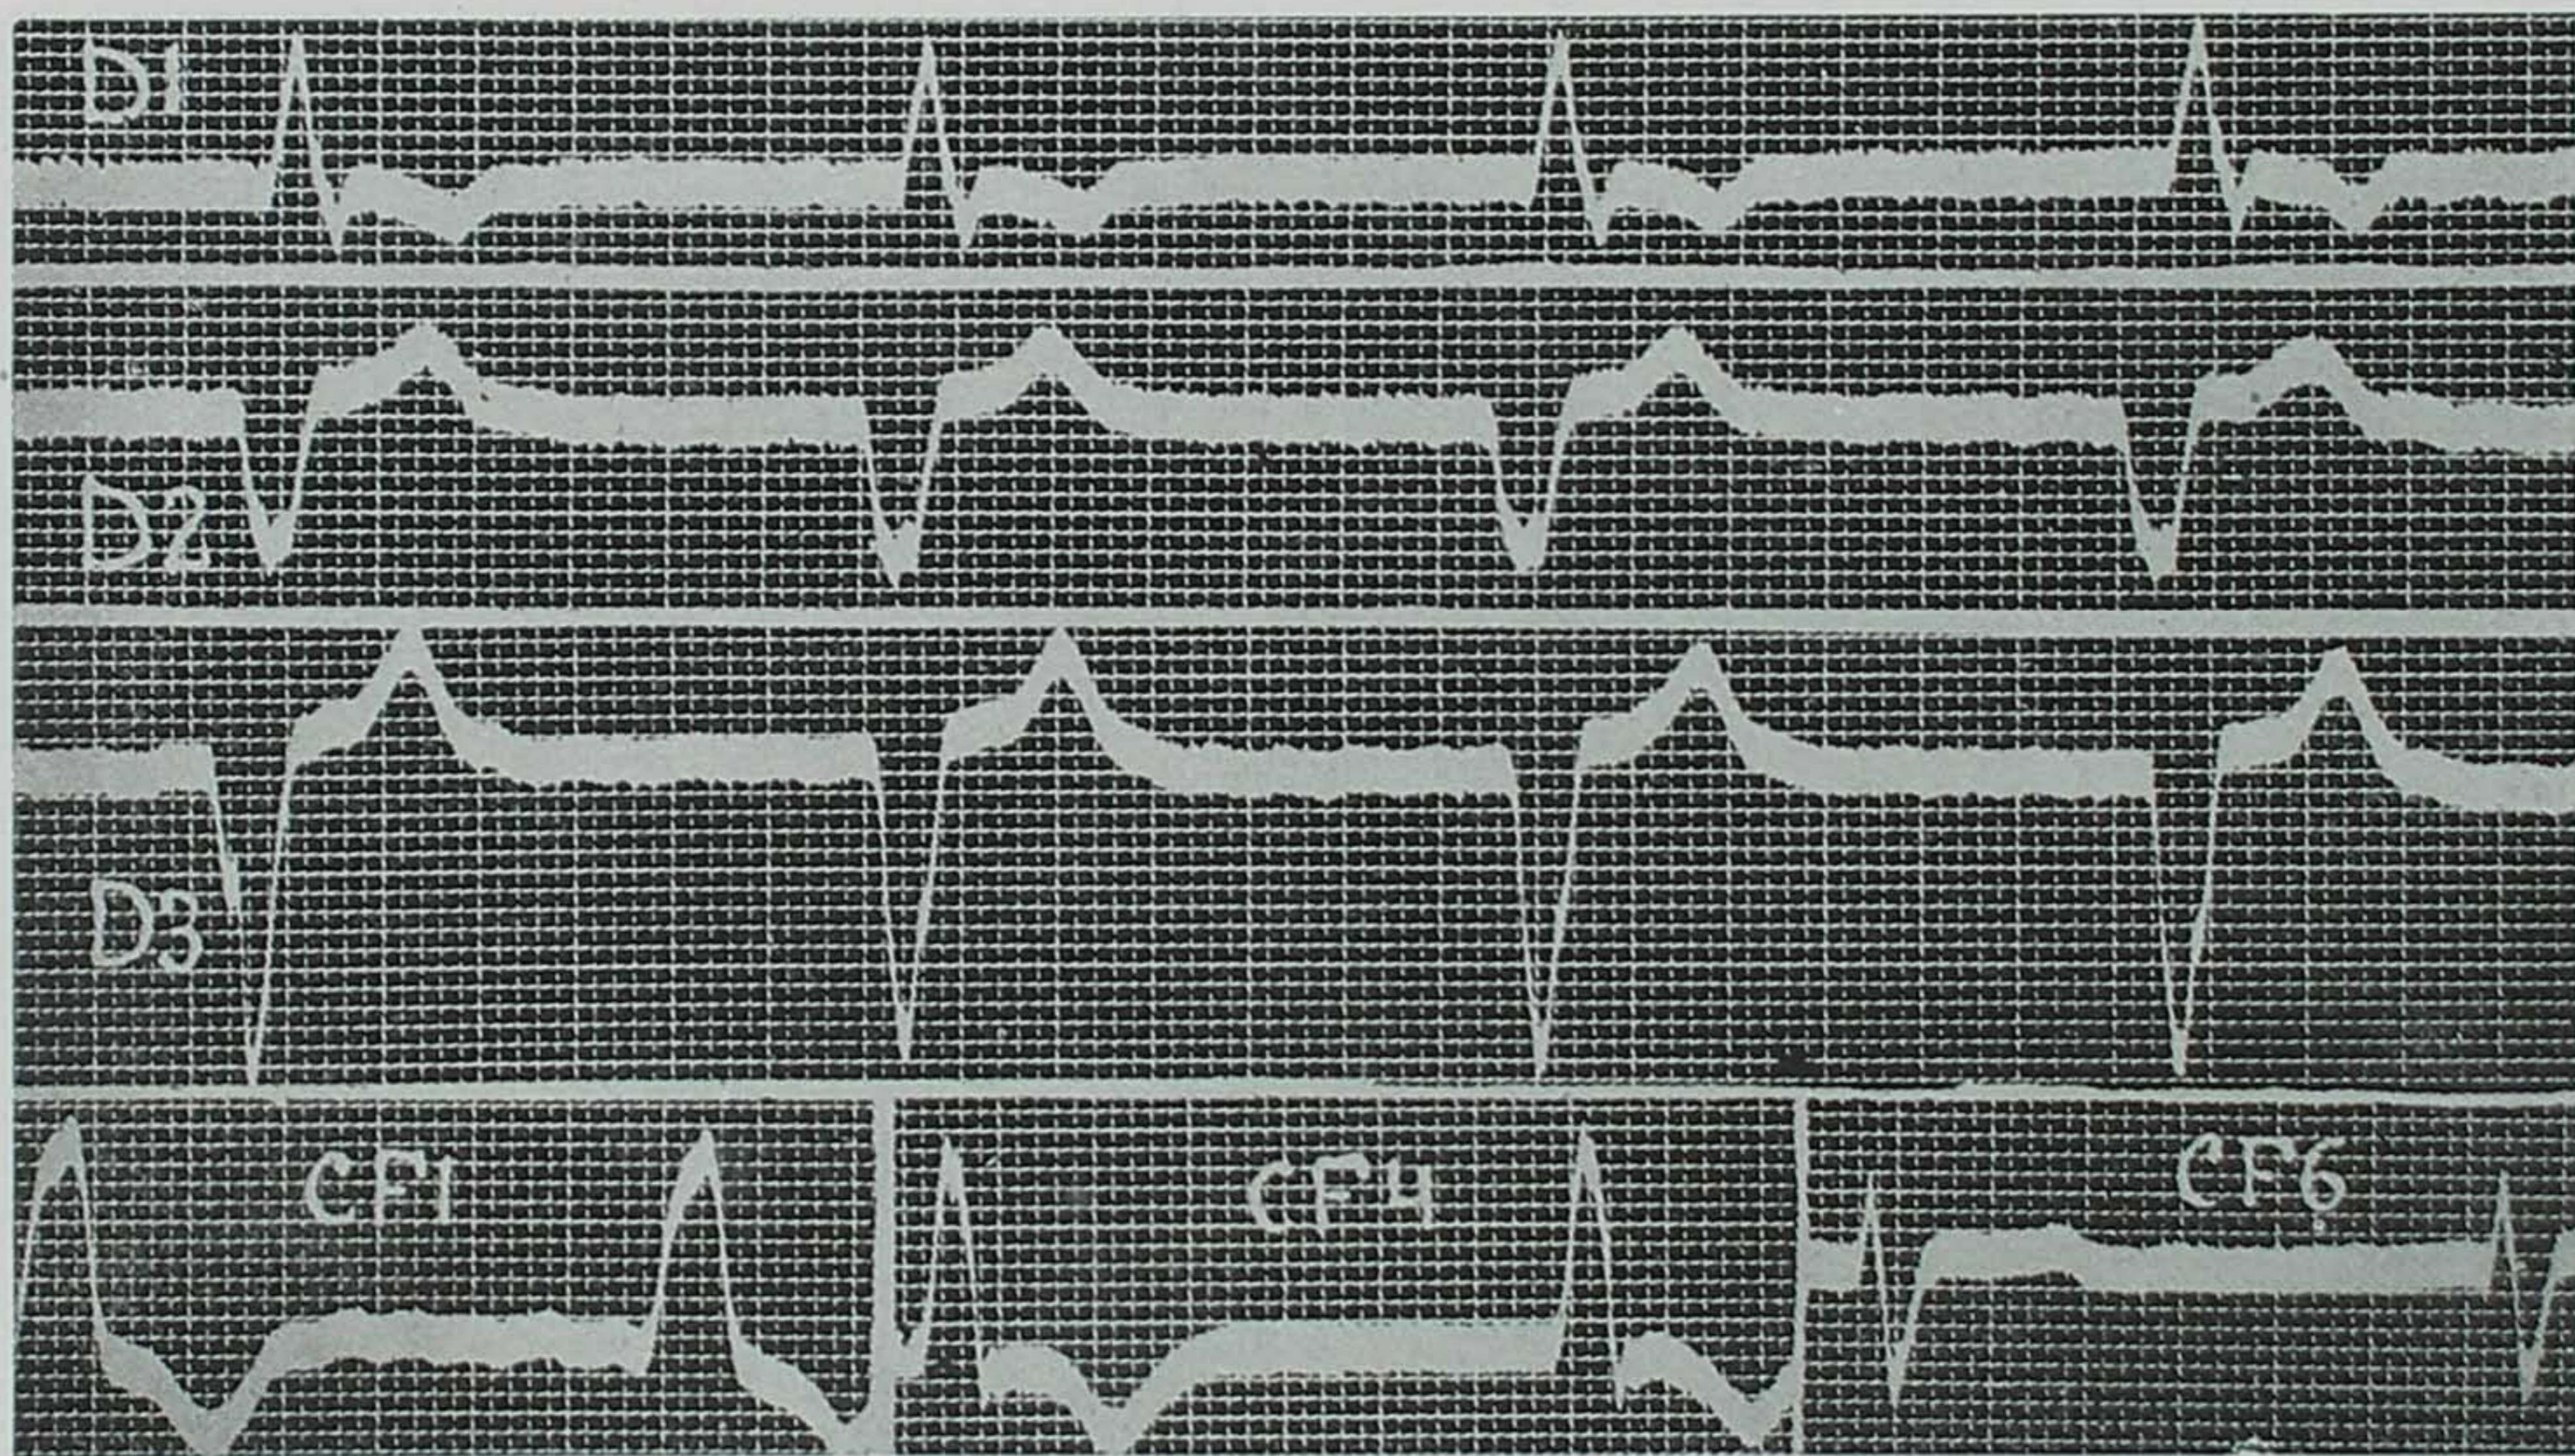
Fibrilação auricular e bloqueio A-V total. — Ritmo ventricular regular, frequência 43. QRS tipo bloqueio de ramo direito. Homem de 22 anos; caso mortal; xeno positivo; ver radiografia fig. 71.
